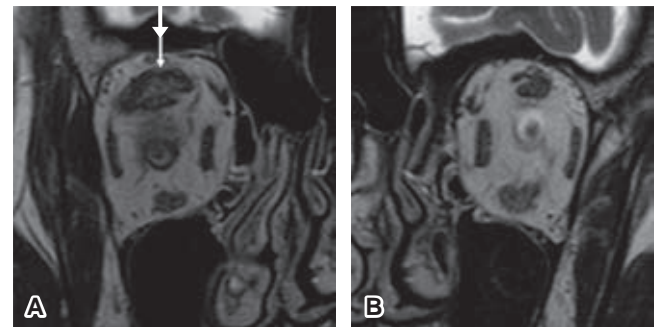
Imágenes comparativas de resonancia magnética en secuencia T2 de alta resolución en proyección coronal oblicua a las órbitas, se muestra la hipertrofia aislada del músculo elevador del párpado derecho (flecha blanca) en relación con el contralateral.
